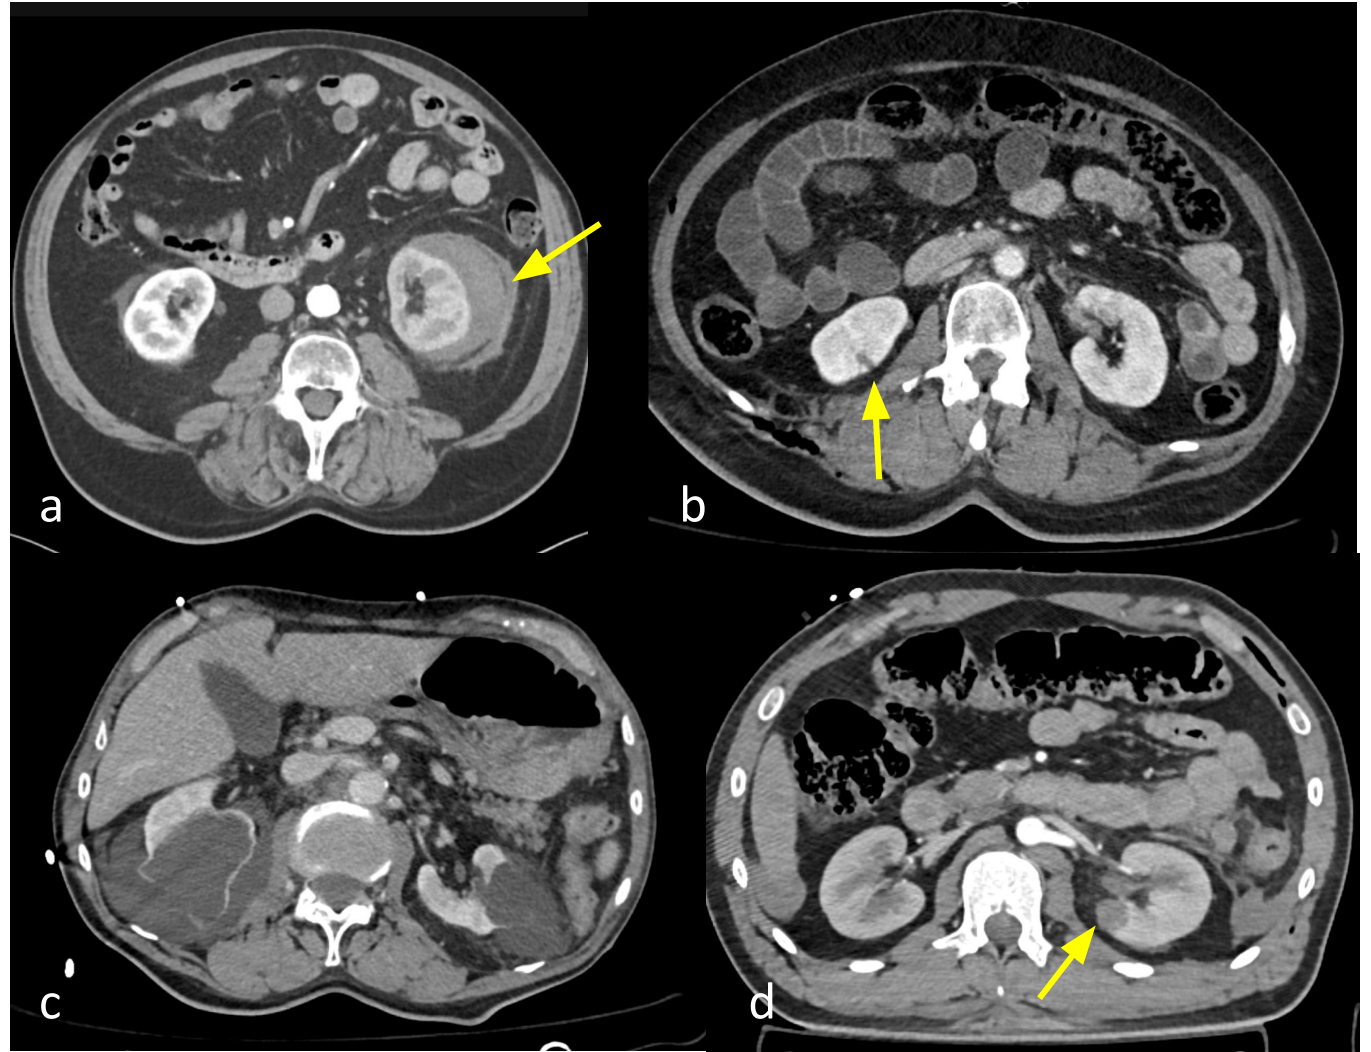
a) TC axial: hematoma subcapsular renal >3,5 cm sin sangrado activo (AAST I). b) TC axial: laceración renal en polo inferior derecho (AAST I). c) TC axial: rotura traumática de quistes corticales renales, sin signos de lesión traumática de la vía urinaria (AAST I). d) TC axial: pequeña laceración en tercio medio del riñón izquierdo con leve infiltración de la grasa perirrenal (AAST I).
